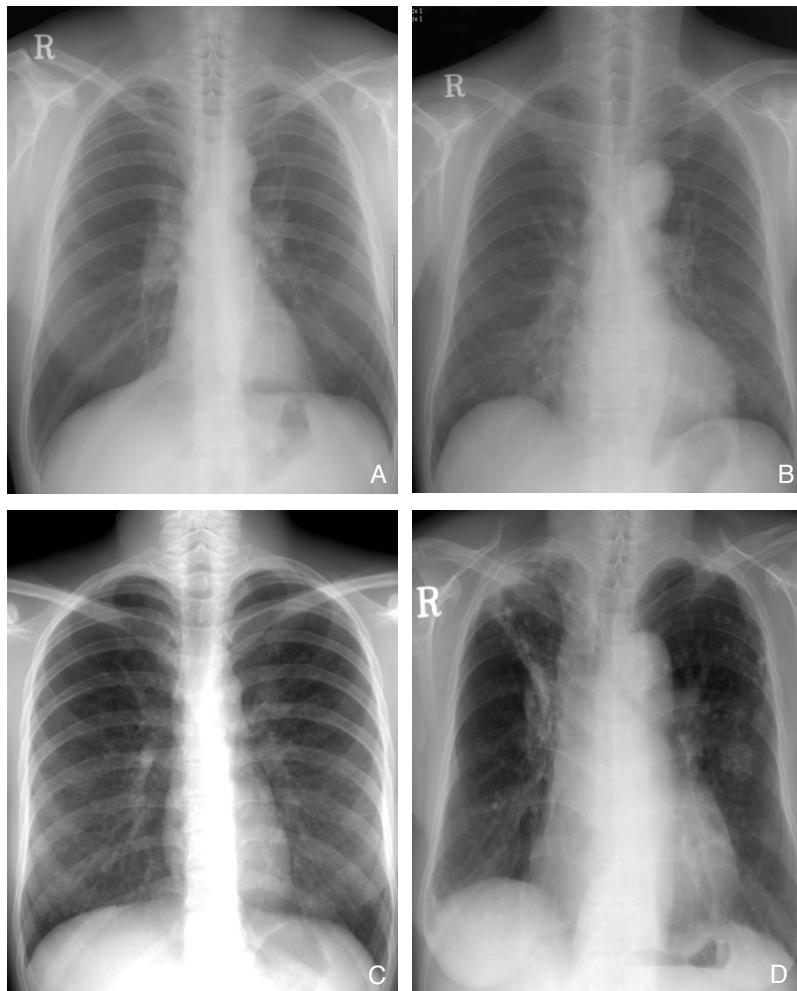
Chest radiographic staging of sarcoidosis.
